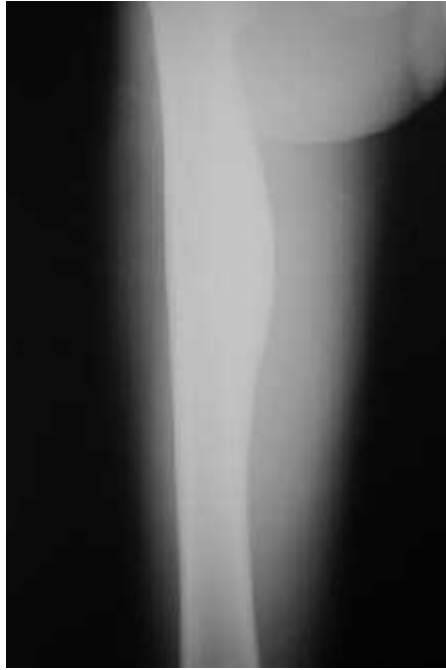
Radiographie standard du fémur droit de face montre une réaction osseuse siégeant au niveau de la jonction des tiers supérieurs et moyens du fémur droit avec une corticale interne soufflée.
